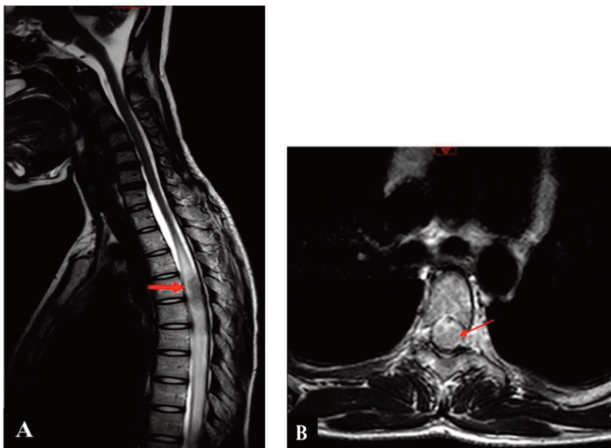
IRM médullaire en séquence T2
